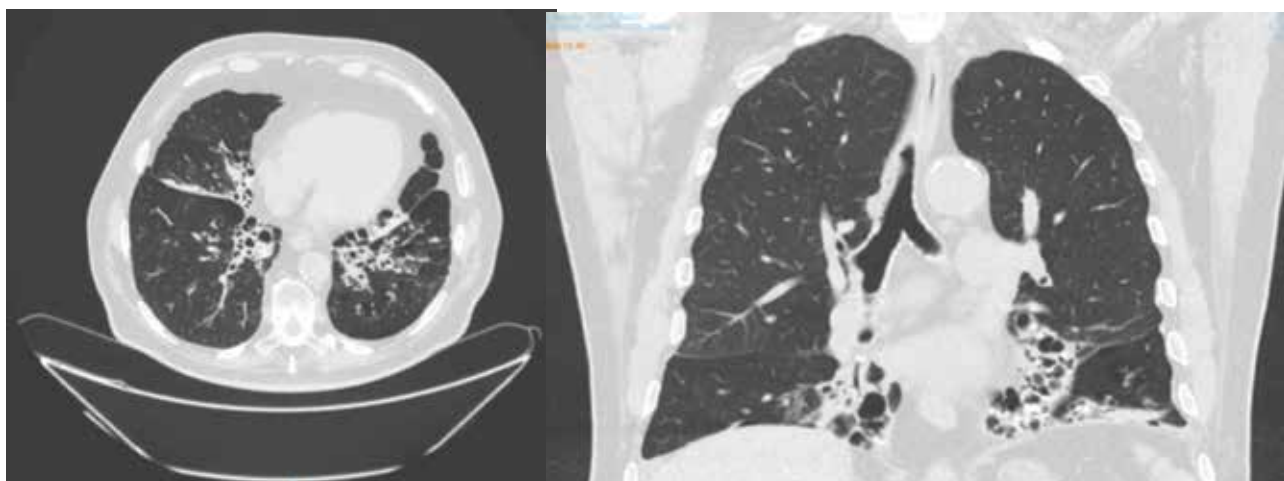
Tomografia Computada d'Alta Resolució (TCAR) de tòrax axial (a) i coronal (b).
